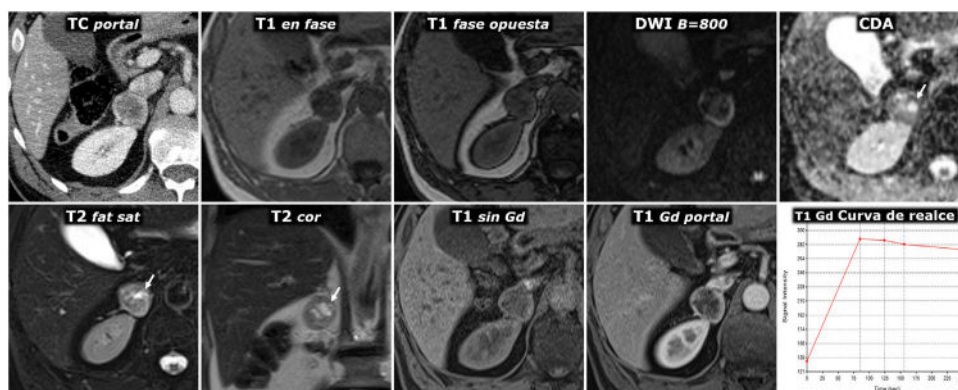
Hallazgo incidental de feocromocitoma adrenal con áreas quísticas en estudio por traumatismo abdominal. Varón de 57 años. En la TC en fase portal se identifica incidentalmente una lesión nodular adrenal derecha con un centro más hipoatenuante y una periferia hiperatenuante, probablemente por captación de contraste. En la RM no presenta caída de señal en fase opuesta. Es marcadamente hiperintensa en T2, con algunos focos de aspecto quístico (flechas), que en el mapa de CDA muestran alta señal por ausencia de restricción de la difusión del agua. Estos focos pierden por lo mismo la señal en la secuencia potenciada en difusión con valor alto de B. En el estudio dinámico con contraste la periferia de la lesión muestra realce intenso, con el pico en la fase arterial del estudio, mientras que el centro, con fenómenos quísticos que se demostraron anatomopatológicamente, tiene escaso realce.
